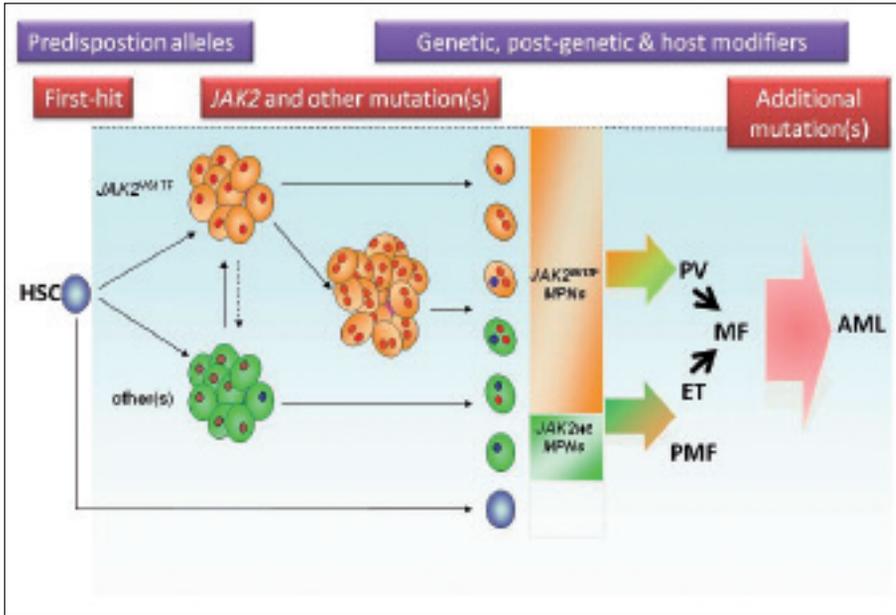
La figura illustra le diverse componenti che hanno un ruolo patogenetico nelle MPN. Alleli costituzionali di predisposizione (come l'aplotipo 46/1 in *JAK2*) possono facilitare l'acquisizione della mutazione *JAK2V617F*, *JAK2*-esone 12 e *MPL*, e forse di altre ancora, in una cellula staminale/progenitrice multi potente che ha subito un primo hit mutazionale (che rimane sconosciuto). Alcune delle mutazioni note, come quelle di *JAK2*, danno luogo all'espansione del clone e al fenotipo della malattia, in variabile associazione e combinazione con altri fattori dell'ospite (sesso, riserve di ferro, etc); restano ancora da scoprire le mutazioni responsabili del fenotipo nelle ET e PMF che sono *JAK2/MPL* negative. (modificata da (31)). L'evoluzione di PV e ET a PPV-/PET-MF, e la trasformazione a leucemia acuta, sono eventi ancora non ben definiti sotto il profilo molecolare.
